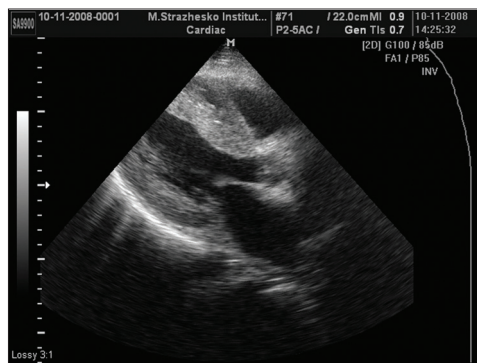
Эхокардиограмма пациента с симметричной формой ГКМП
